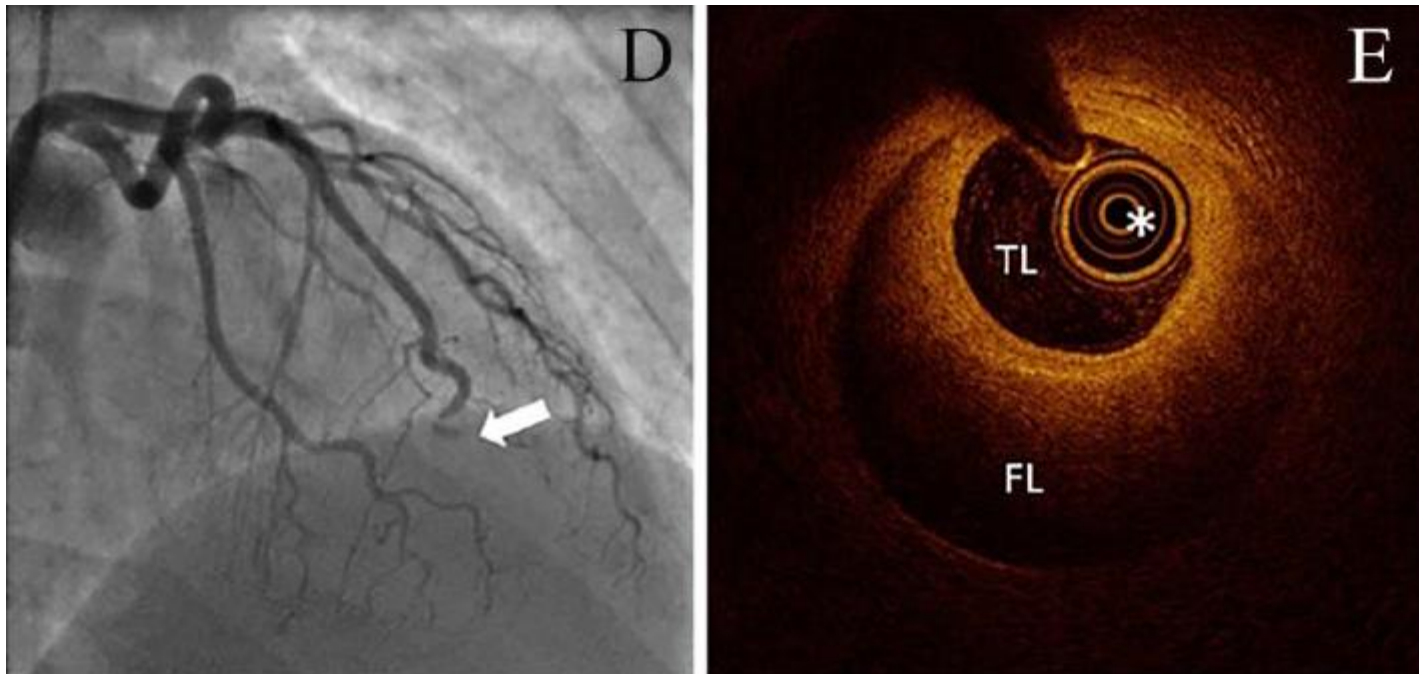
Image typique de tomographie par cohérence optique (OCT) d'une SCAD, montrant le cathéter d'imagerie (*) dans la vraie lumière entourée d'une fausse lumière compressive en forme de croissant.
